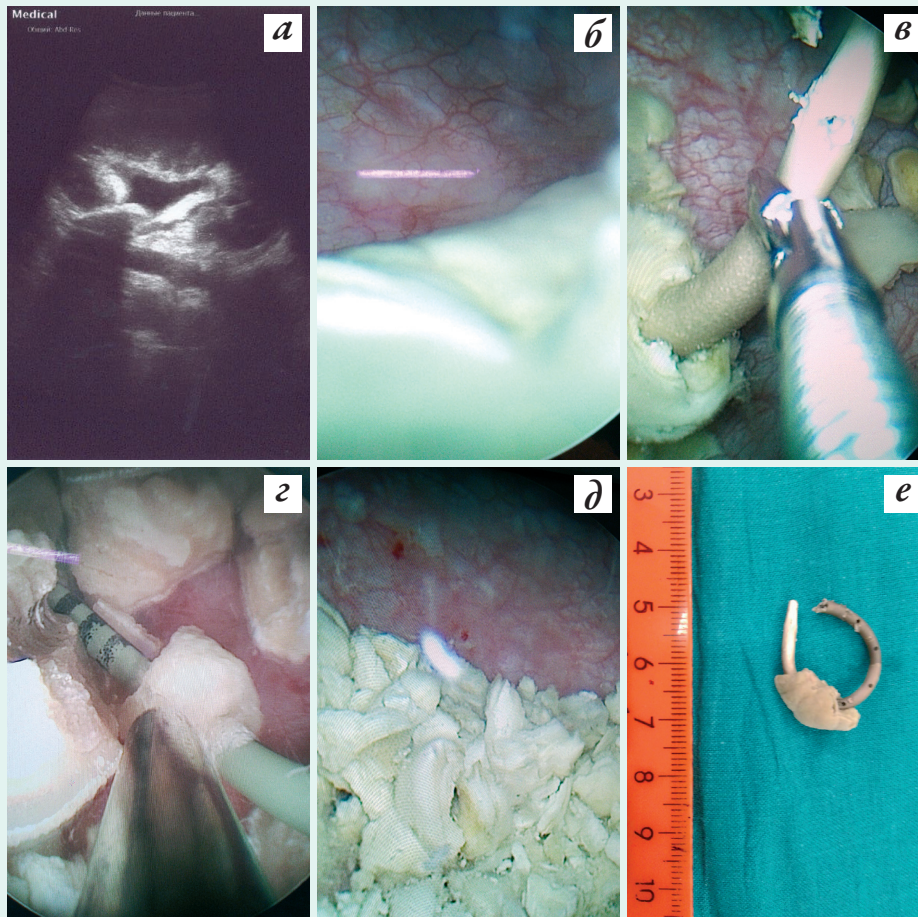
a – ultrasonogram: calcification of the proximal ring of the stent and dilation of the renal pelvis; b – cystoscopic picture: the distal end of the stent covered with dense urate salt encrustations; c, d – laser crushing of stones on the stent in the bladder for its fragmentation and removal; d – multiple fragments of a crushed stone in the bladder; e – distal section of the fragmented stent.
